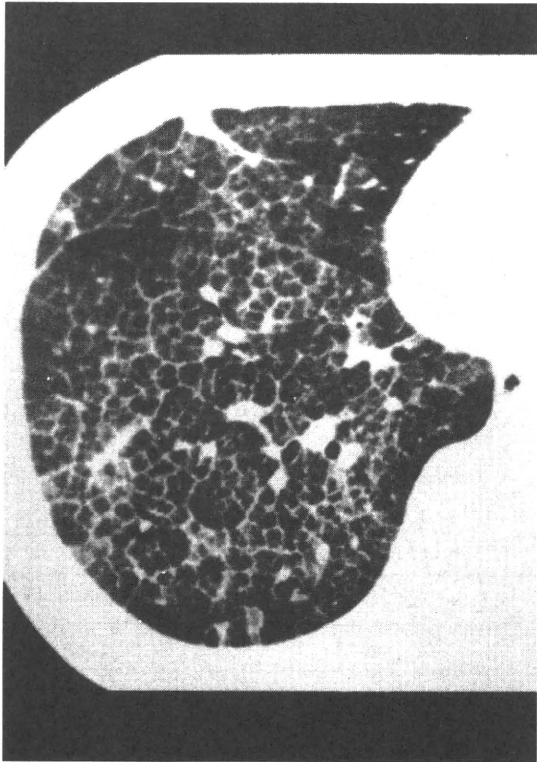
自己免疫性 PAP の胸部 HRCT 像。
